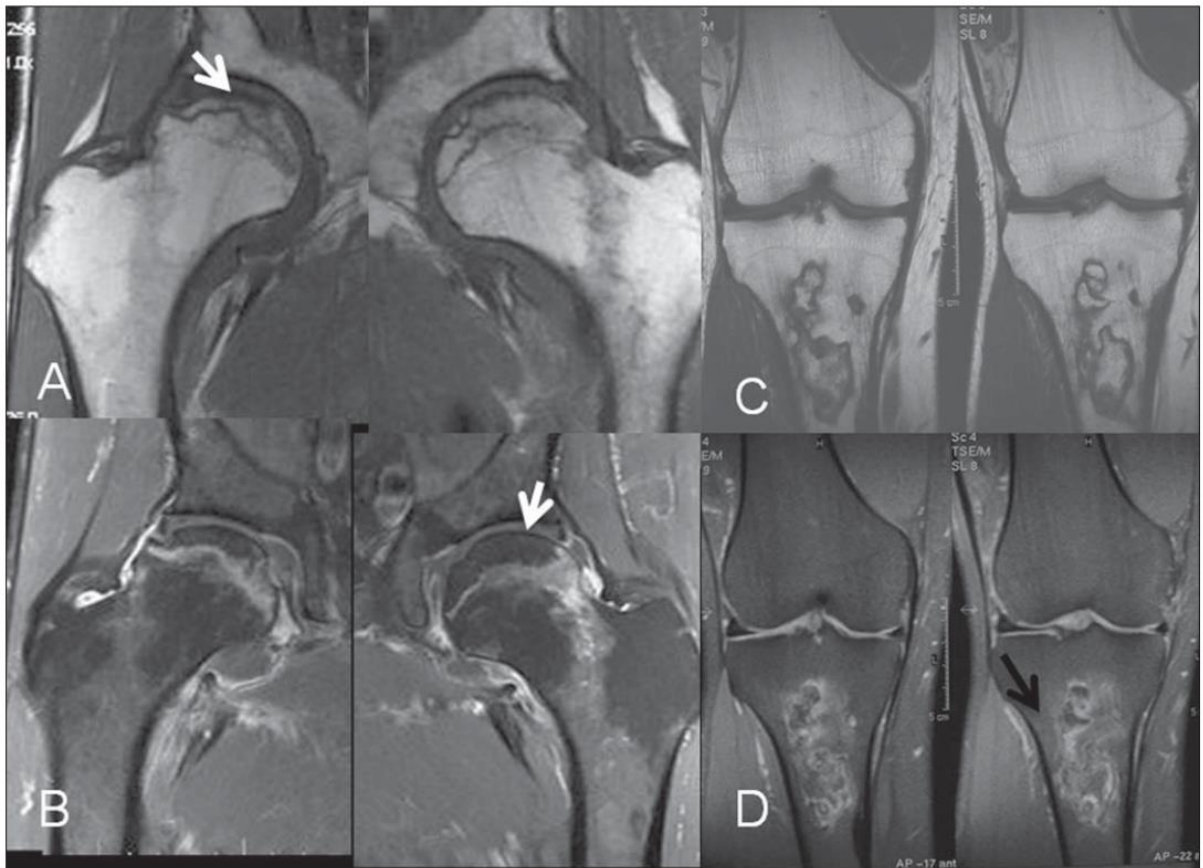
Necrose avascular aguda em paciente lúptico oculta radiograficamente. RM dos quadris direito e esquerdo no plano coronal T1 (A) e T1 pós-contraste com supressão de gordura (B) demonstrando a área necrótica de contornos serpiginosos (setas) na região subcondral da cabeça femoral, sem evidente colapso da superfície articular. A bilateralidade do achado é típica do uso associado de corticoide. Imagens de RM do joelho direito de outro paciente lúptico sob corticoterapia nas ponderações T1 (C) e T2 com supressão de gordura (D) mostrando área de infarto medular com sinal da “dupla linha” traduzindo a interface osso isquêmico/zona reparativa na região metaepifisária proximal da tibia (seta em D).
